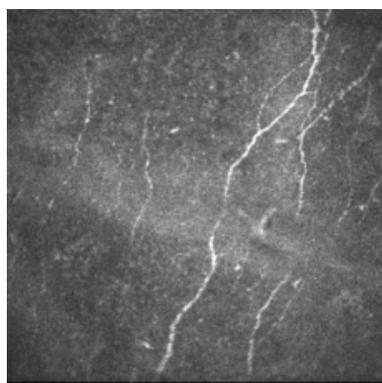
Субэпителиальное нервное сплетение. Глубина 46 мкм. Лазерная сканирующая томограмма (400x400)
